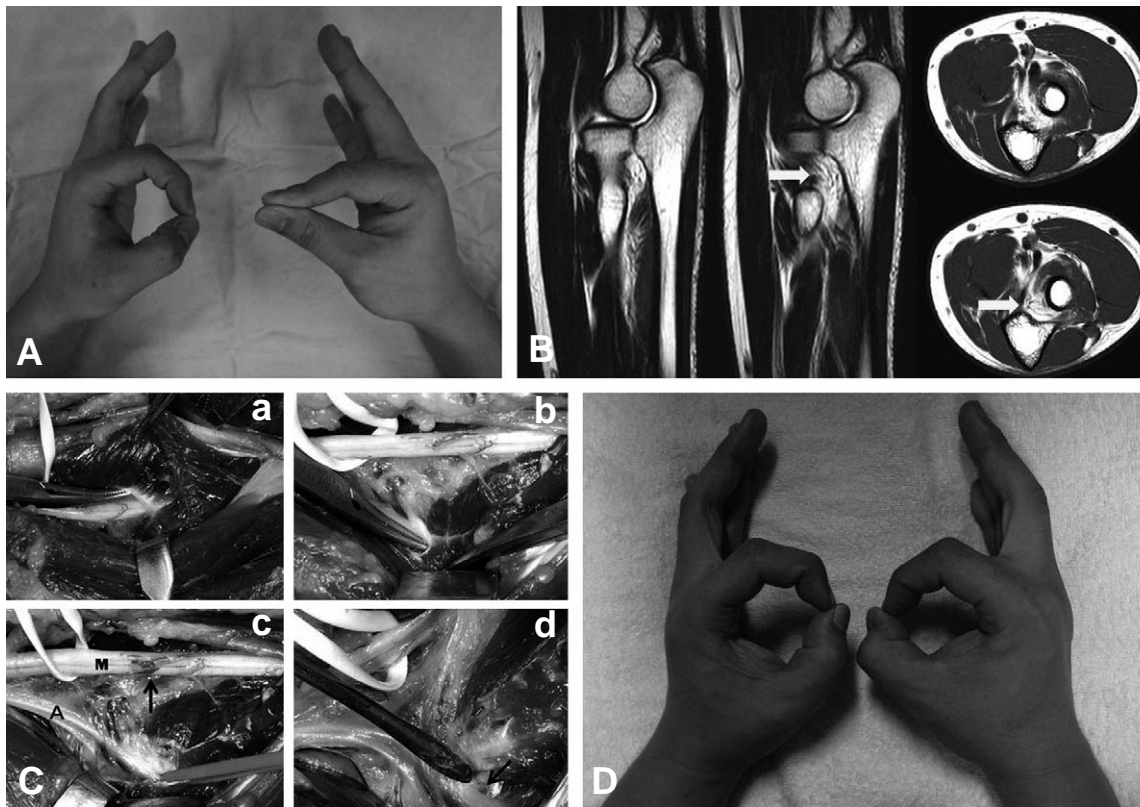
(A) The inability to form an 'O' with the thumb and the index finger in the right hand. (B) Magnetic resonance sagittal and axial images showed high signal intensity of edema within the deep flexor muscle throughout the forearm (yellow arrow). There was no definite evidence of abnormal mass like lesion. (C) Operative findings during the surgical exploration and neurolysis. The median nerve and its anterior interosseous branch were caught by the fibrous bands of flexor digitorum sublimis and profundus origin (a,b). And an indentation in both median and anterior interosseous nerve (black arrow) were found (c,d). M: median nerve, A: anterior interosseous nerve (D) Twelve-months postoperative photographs showed that normal thumb IP joint and index DIP joint flexion was possible.
